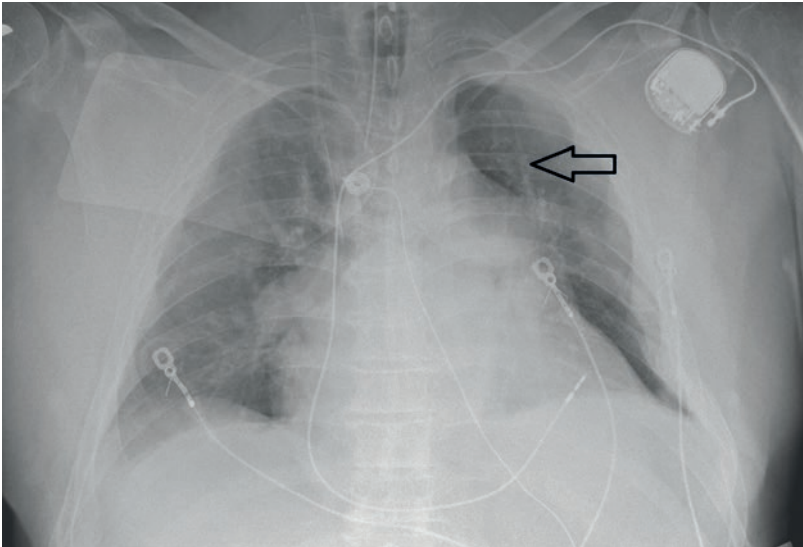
Röntgen-Thorax: Apikaler und ventraler Pneumothorax links, Rippenserienfrakturen links (Pfeil), zum Teil disloziert.
